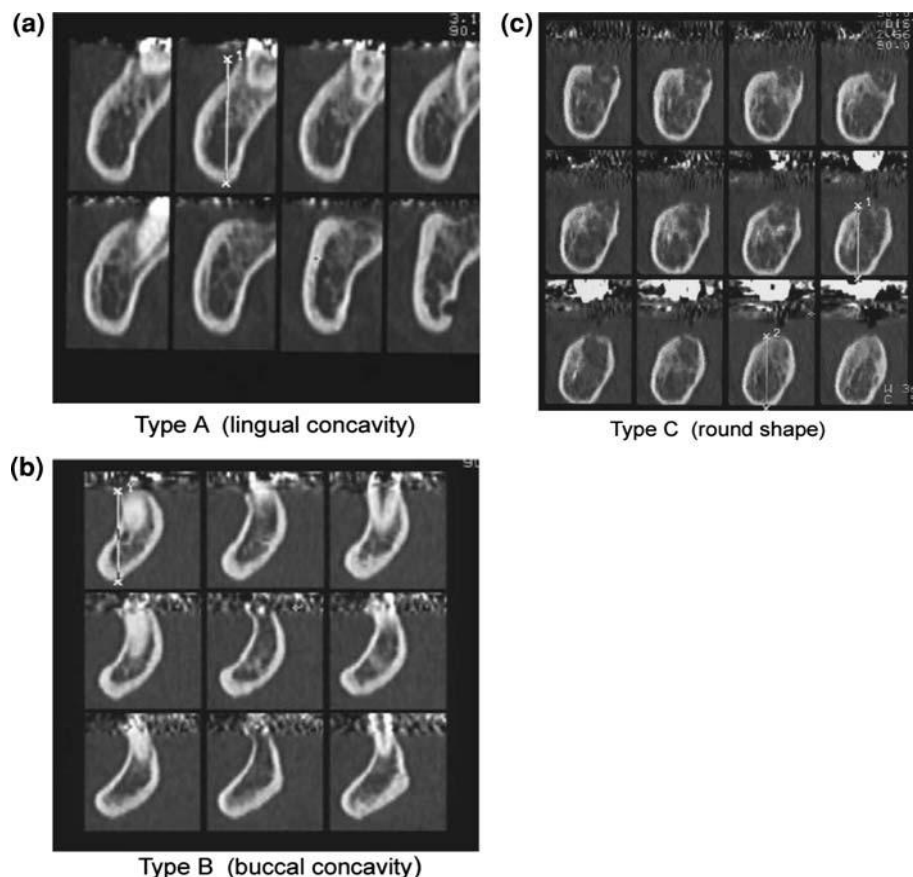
Cortes transversais de CT de mandíbula, representando os tipos de formato do corpo da mandíbula.
